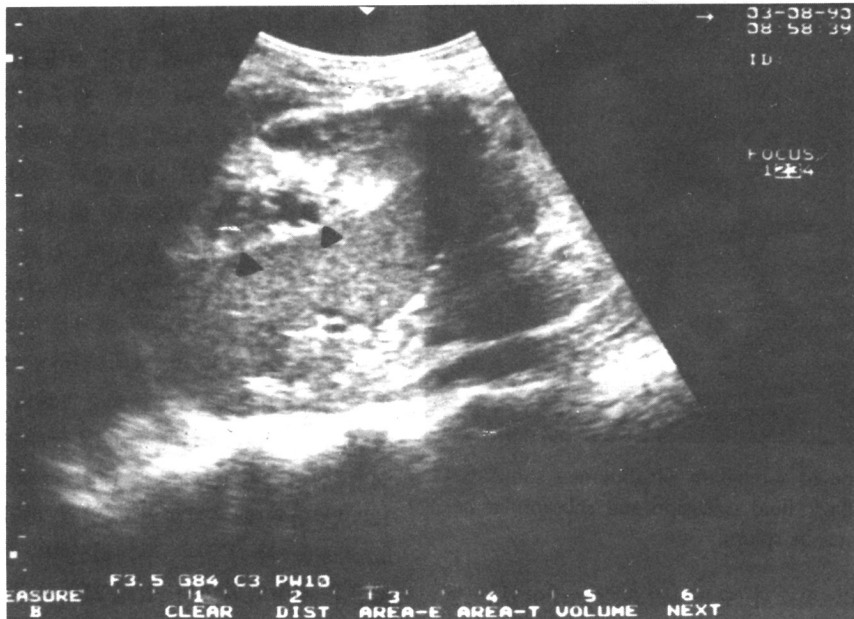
Splenic ultrasonogram shows heterogenous echoic hematoma, compressing spleen, suggesting subcapsular hematoma.
